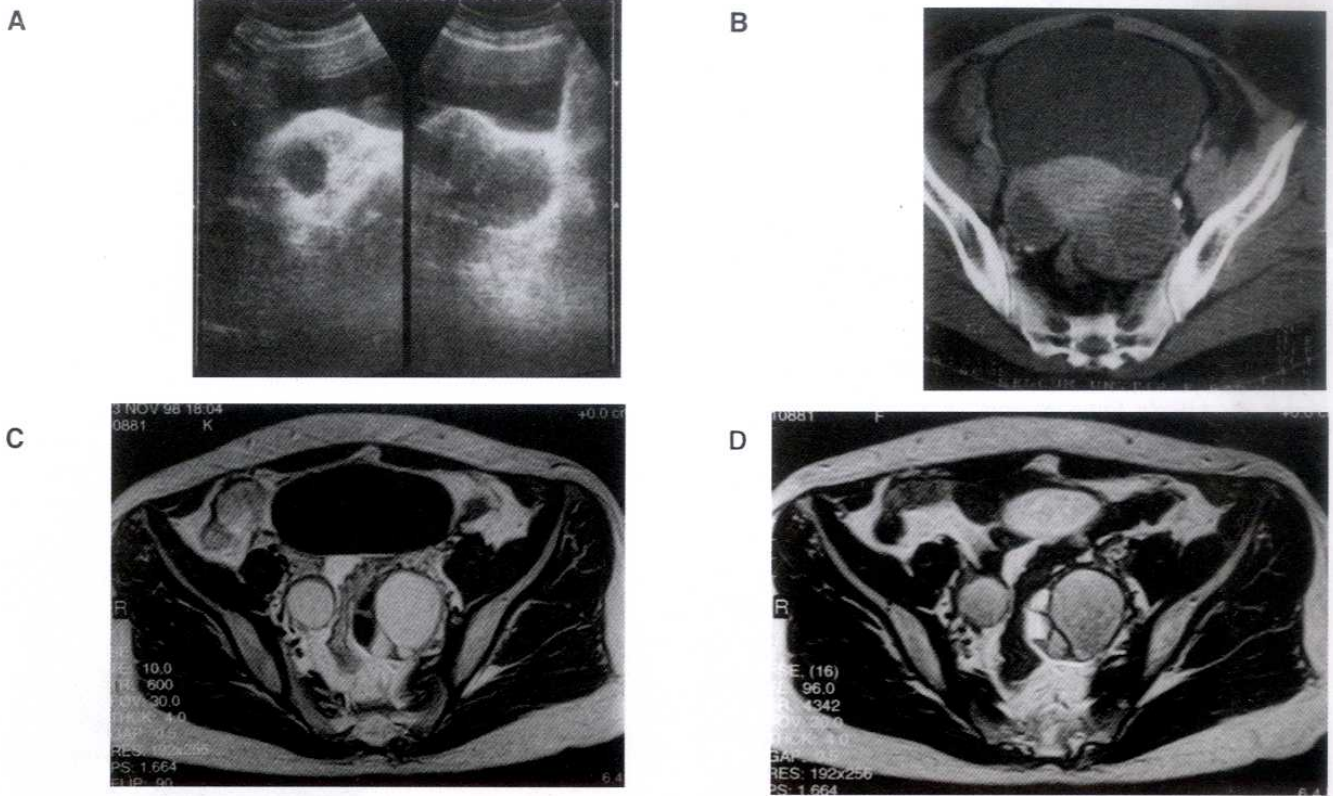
A. US'de düzensiz ve kalın duvar ve septaları olan kistik lezyon ve batında serbest asit vardır. B. BT de er iki overde multikistik lezyonlar ve serbest sıvı izlenmektedir. C. Aksiyel T2A MRG kesitinde ortada uterus, önde asit ve sağ overde belirgin solid komponentleri olan her iki overde mikst karakterde kistik lezyonlar görülmektedir. D. Koronel yağ baskılı kontrastlı T1A MRG kesitinde overdeki lezyon hipointenstir ve septaları kontrast tutmaktadır.
